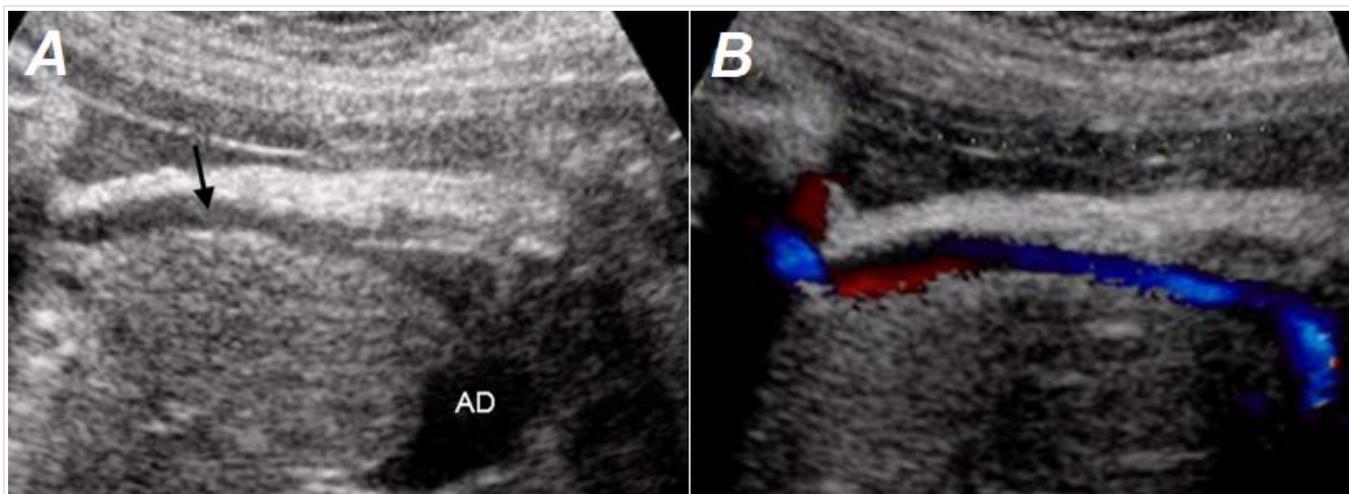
A. Se señala la vena umbilical (flecha) drenando en la aurícula derecha (AD). B. Uso del Doppler color superpuesto a la imagen bidimensional que demuestra tal afirmación.
